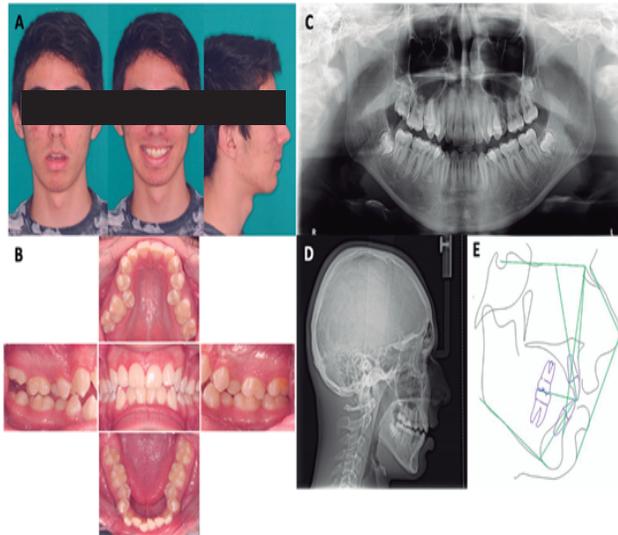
A. Fotografías extraorales de inicio. B. Fotografías intraorales de inicio, segundos premolares superiores fuera de arco. C. Radiografía panorámica, D. Radiografía lateral de inicio, E. Trazado cefalométrico de Steiner.
